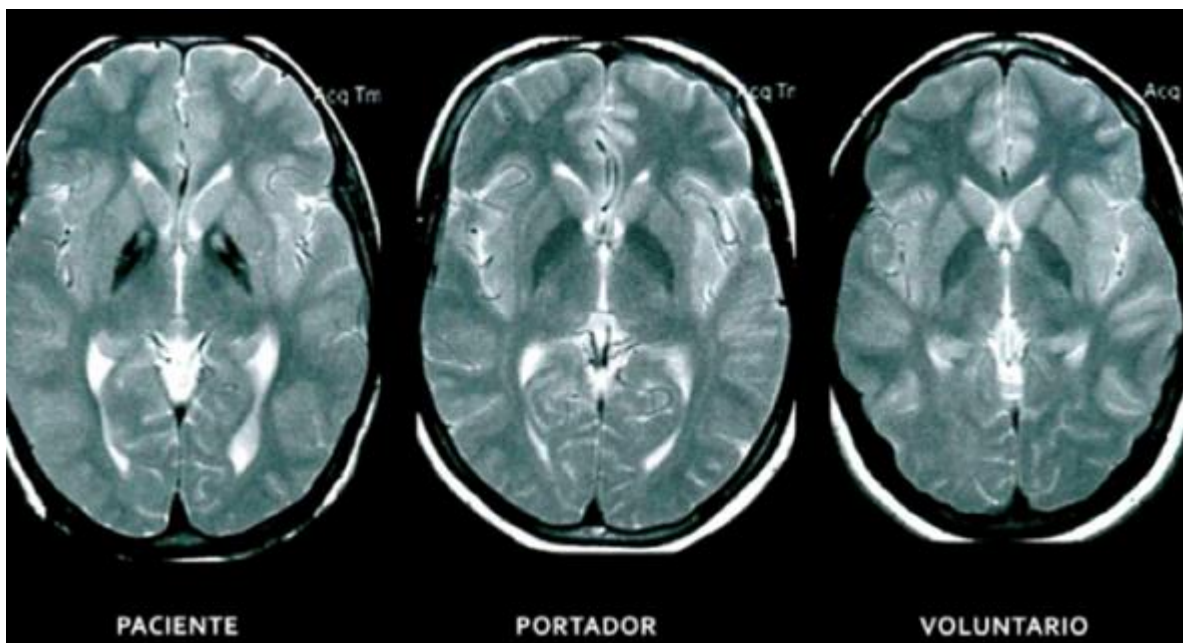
Resonancia magnética (ojo de tigre) que muestra el contenido de hierro del globo pálido aumentado en el paciente con PKAN, comparado con un portador de la mutación en un alelo del gen *PANK2* y un control sano.⁸²
